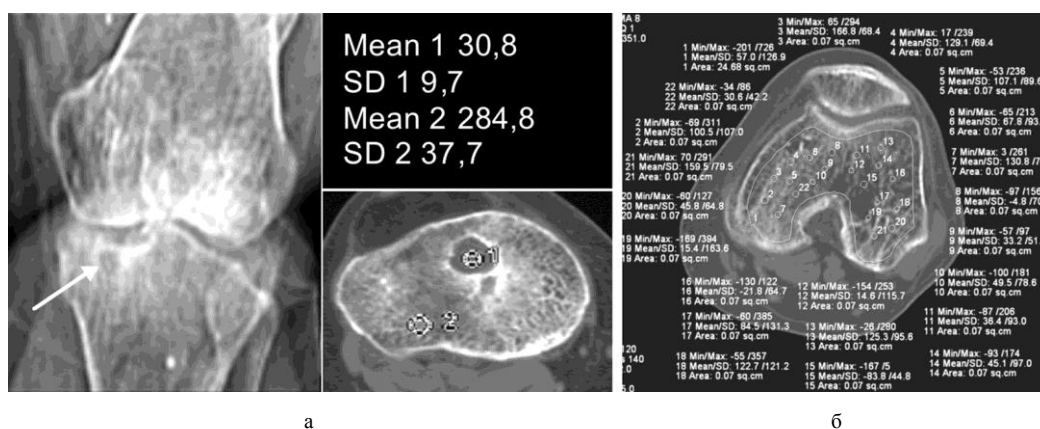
а – КТ топограмма левого коленного сустава, аксиальный срез на уровне проксимального эпифиза левой большеберцовой кости больного витамин D-резистентным рахитом В., 32 лет. После двухэтапного оперативного лечения. Локальная плотность костной ткани на этом уровне от +30 до +284 HU. Стрелкой указан участок кистовидной деструкции; б – КТ топограмма левого коленного сустава, аксиальный срез на уровне дистального эпифиза левой бедренной кости больной витамин D-резистентным рахитом М., 35 лет. После трехэтапного оперативного лечения. Общая плотность костной ткани на этом уровне 57 ± 126 HU (локальная плотность от -21 до +166 HU)
